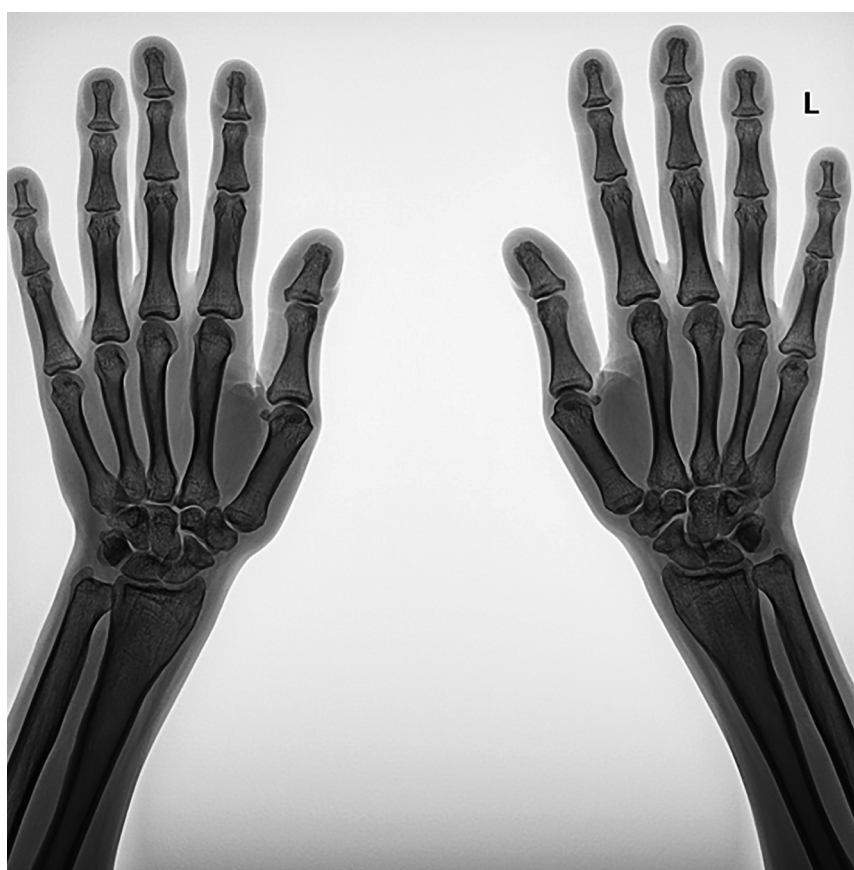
Рентгенография кистей рук пациентки Х.
